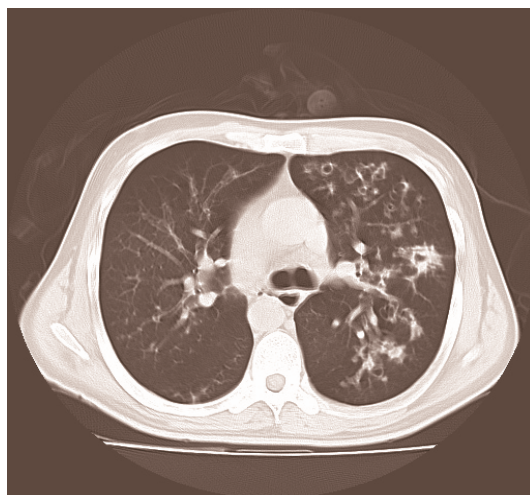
TAC de pulmón (corte axial): bronquiectasias.
